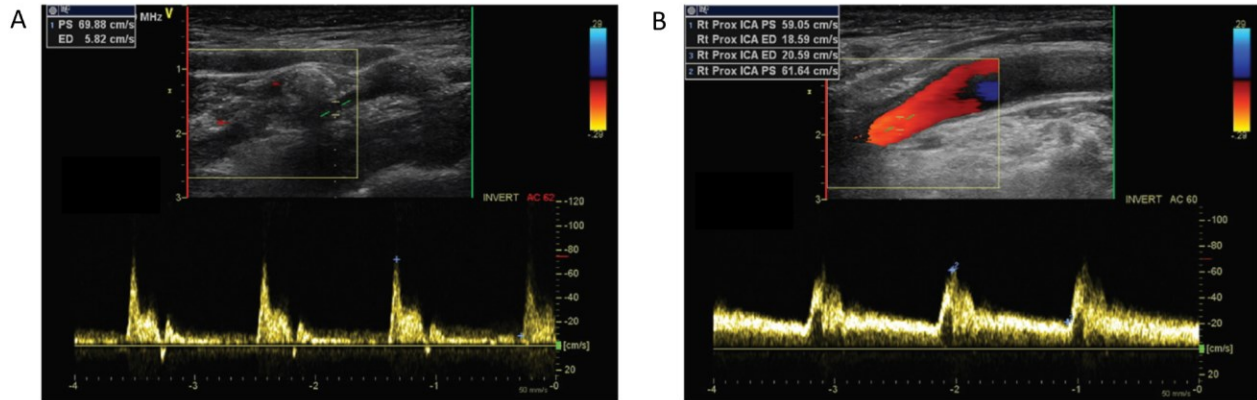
L'influence des caractéristiques des tissus sur le profil Doppler artériel pulsé
